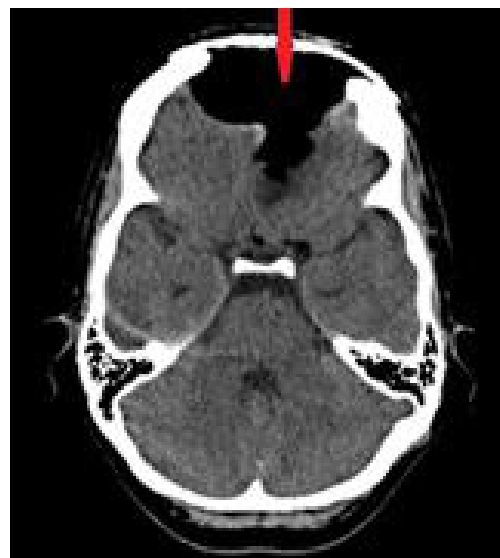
Компьютерная томография после операции, аксиальный срез
